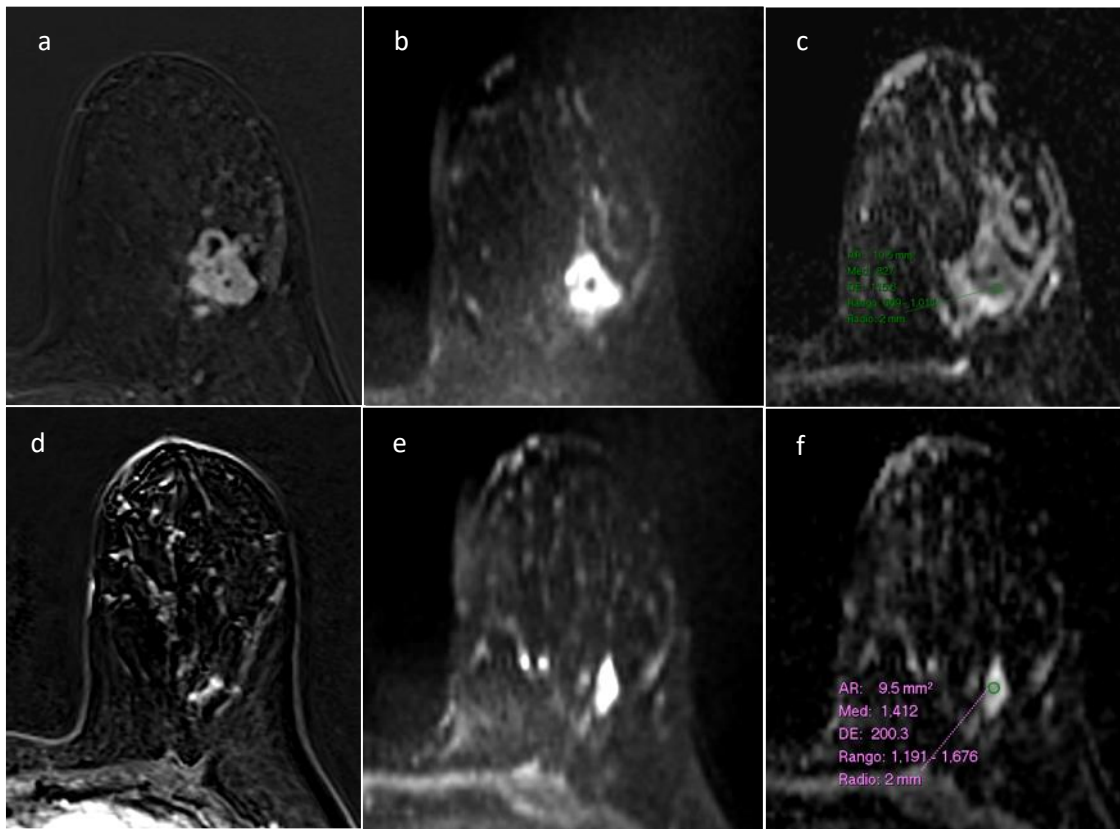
IMÁGENES DE RM EN PACIENTE CON CRITERIOS RECIST PARA RRP Y VALORES DE ADC PREDICTORES DE RPC.
